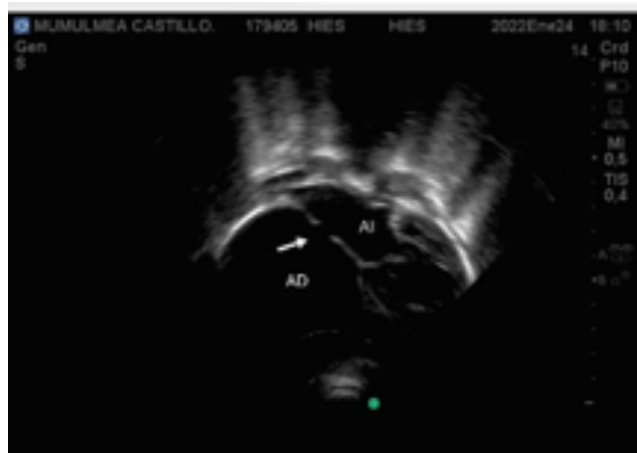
Ecocardiograma 2B: Se observa defecto septal auricular.
